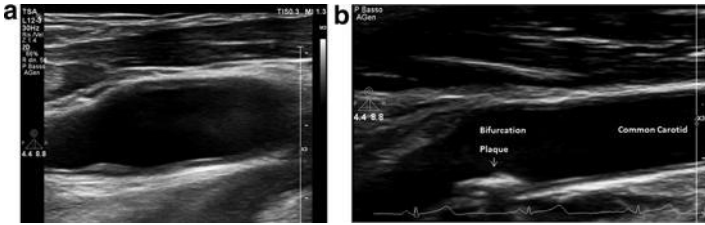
(a, b) Ultrasound scan of the carotid arteries
